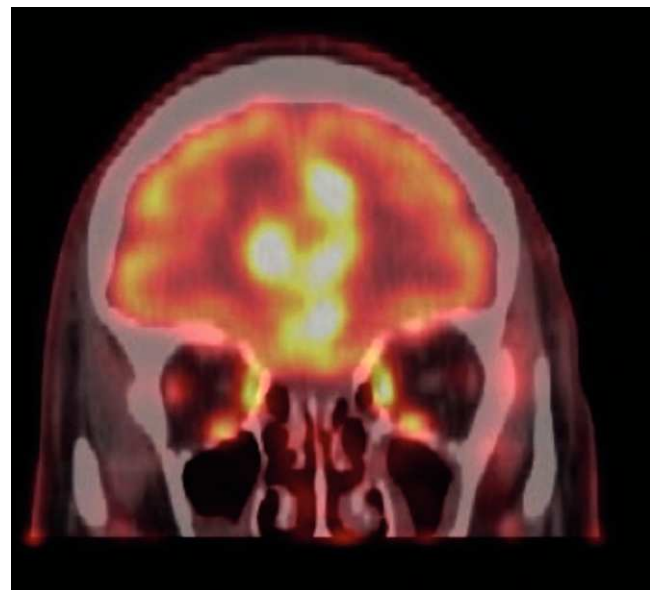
PET/CT imagen fusionada cerebral en un corte coronal más anterior. Se evidencian áreas nodulares hiperglicolíticas que comprometen región frontal interhemisférica.
